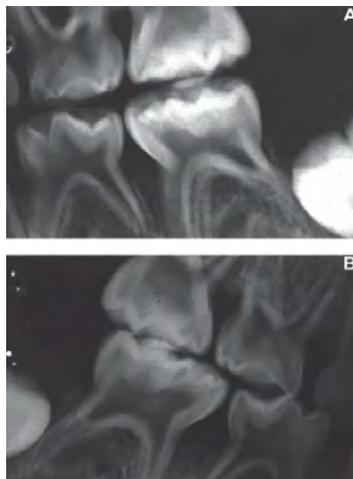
Examen radiographique d'un patient atteint de rachitisme (138)
